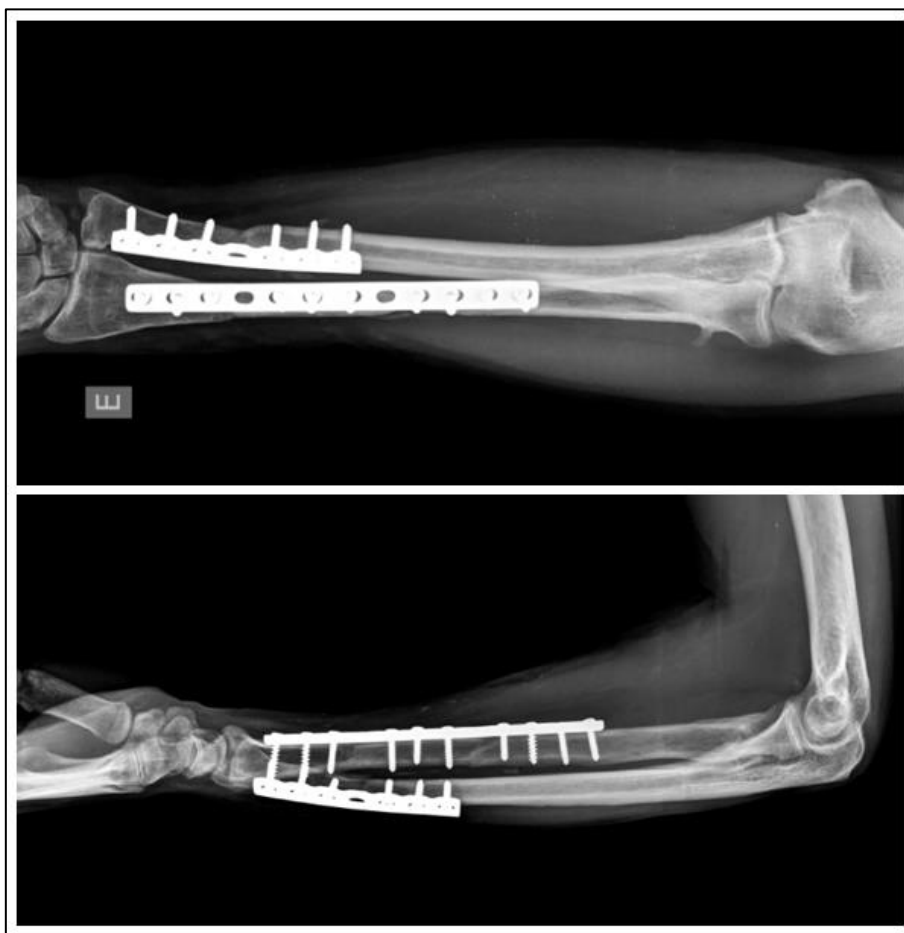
Radiografias AP e perfil do antebraço esquerdo após 10 meses da fixação com enxerto de fíbula não vascularizada.
